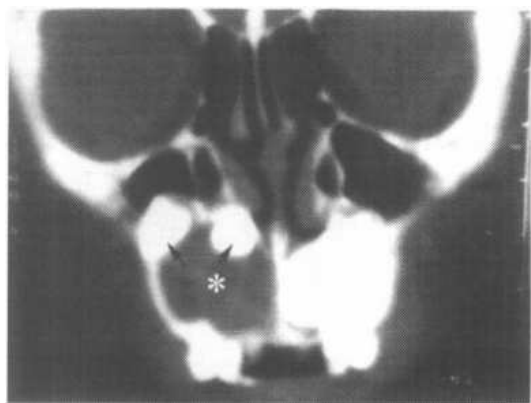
右上颌窦含牙囊肿冠状面 CT 图像，右上齿槽骨见一囊样肿物（*），表面光滑，顶部可见 2 枚阻生牙（↑）
